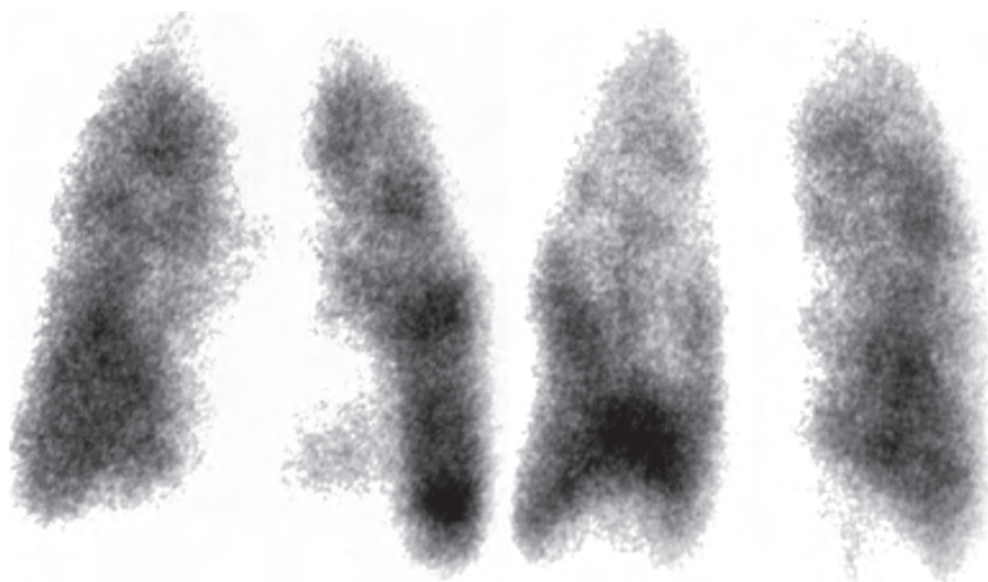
Тромбоэмболия легочной артерии. Перфузионная сцинтиграфия с макроагрегатами альбумина человеческой сыворотки, мечеными ^{99m}Tc . Множественные хаотично расположенные дефекты перфузии преимущественно в верхней доле правого легкого. При рентгенографии легких (не показана) патология не определяется
